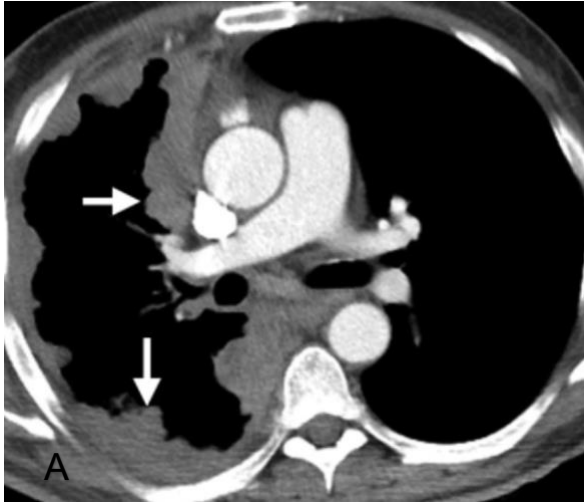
Engrosamiento pleural nodular en un hombre de 59 años con MPM. (A) TC axial con contraste axial a nivel de la arteria pulmonar derecha muestra engrosamiento pleural nodular extenso (flechas) en el hemitórax derecho. Tenga en cuenta la pérdida de volumen ipsilateral. (B) TC contrastada en coronal, a nivel del bronquio intermedio demuestra la extensión del tumor a lo largo de la cisura interlobar menor derecha (flecha).
